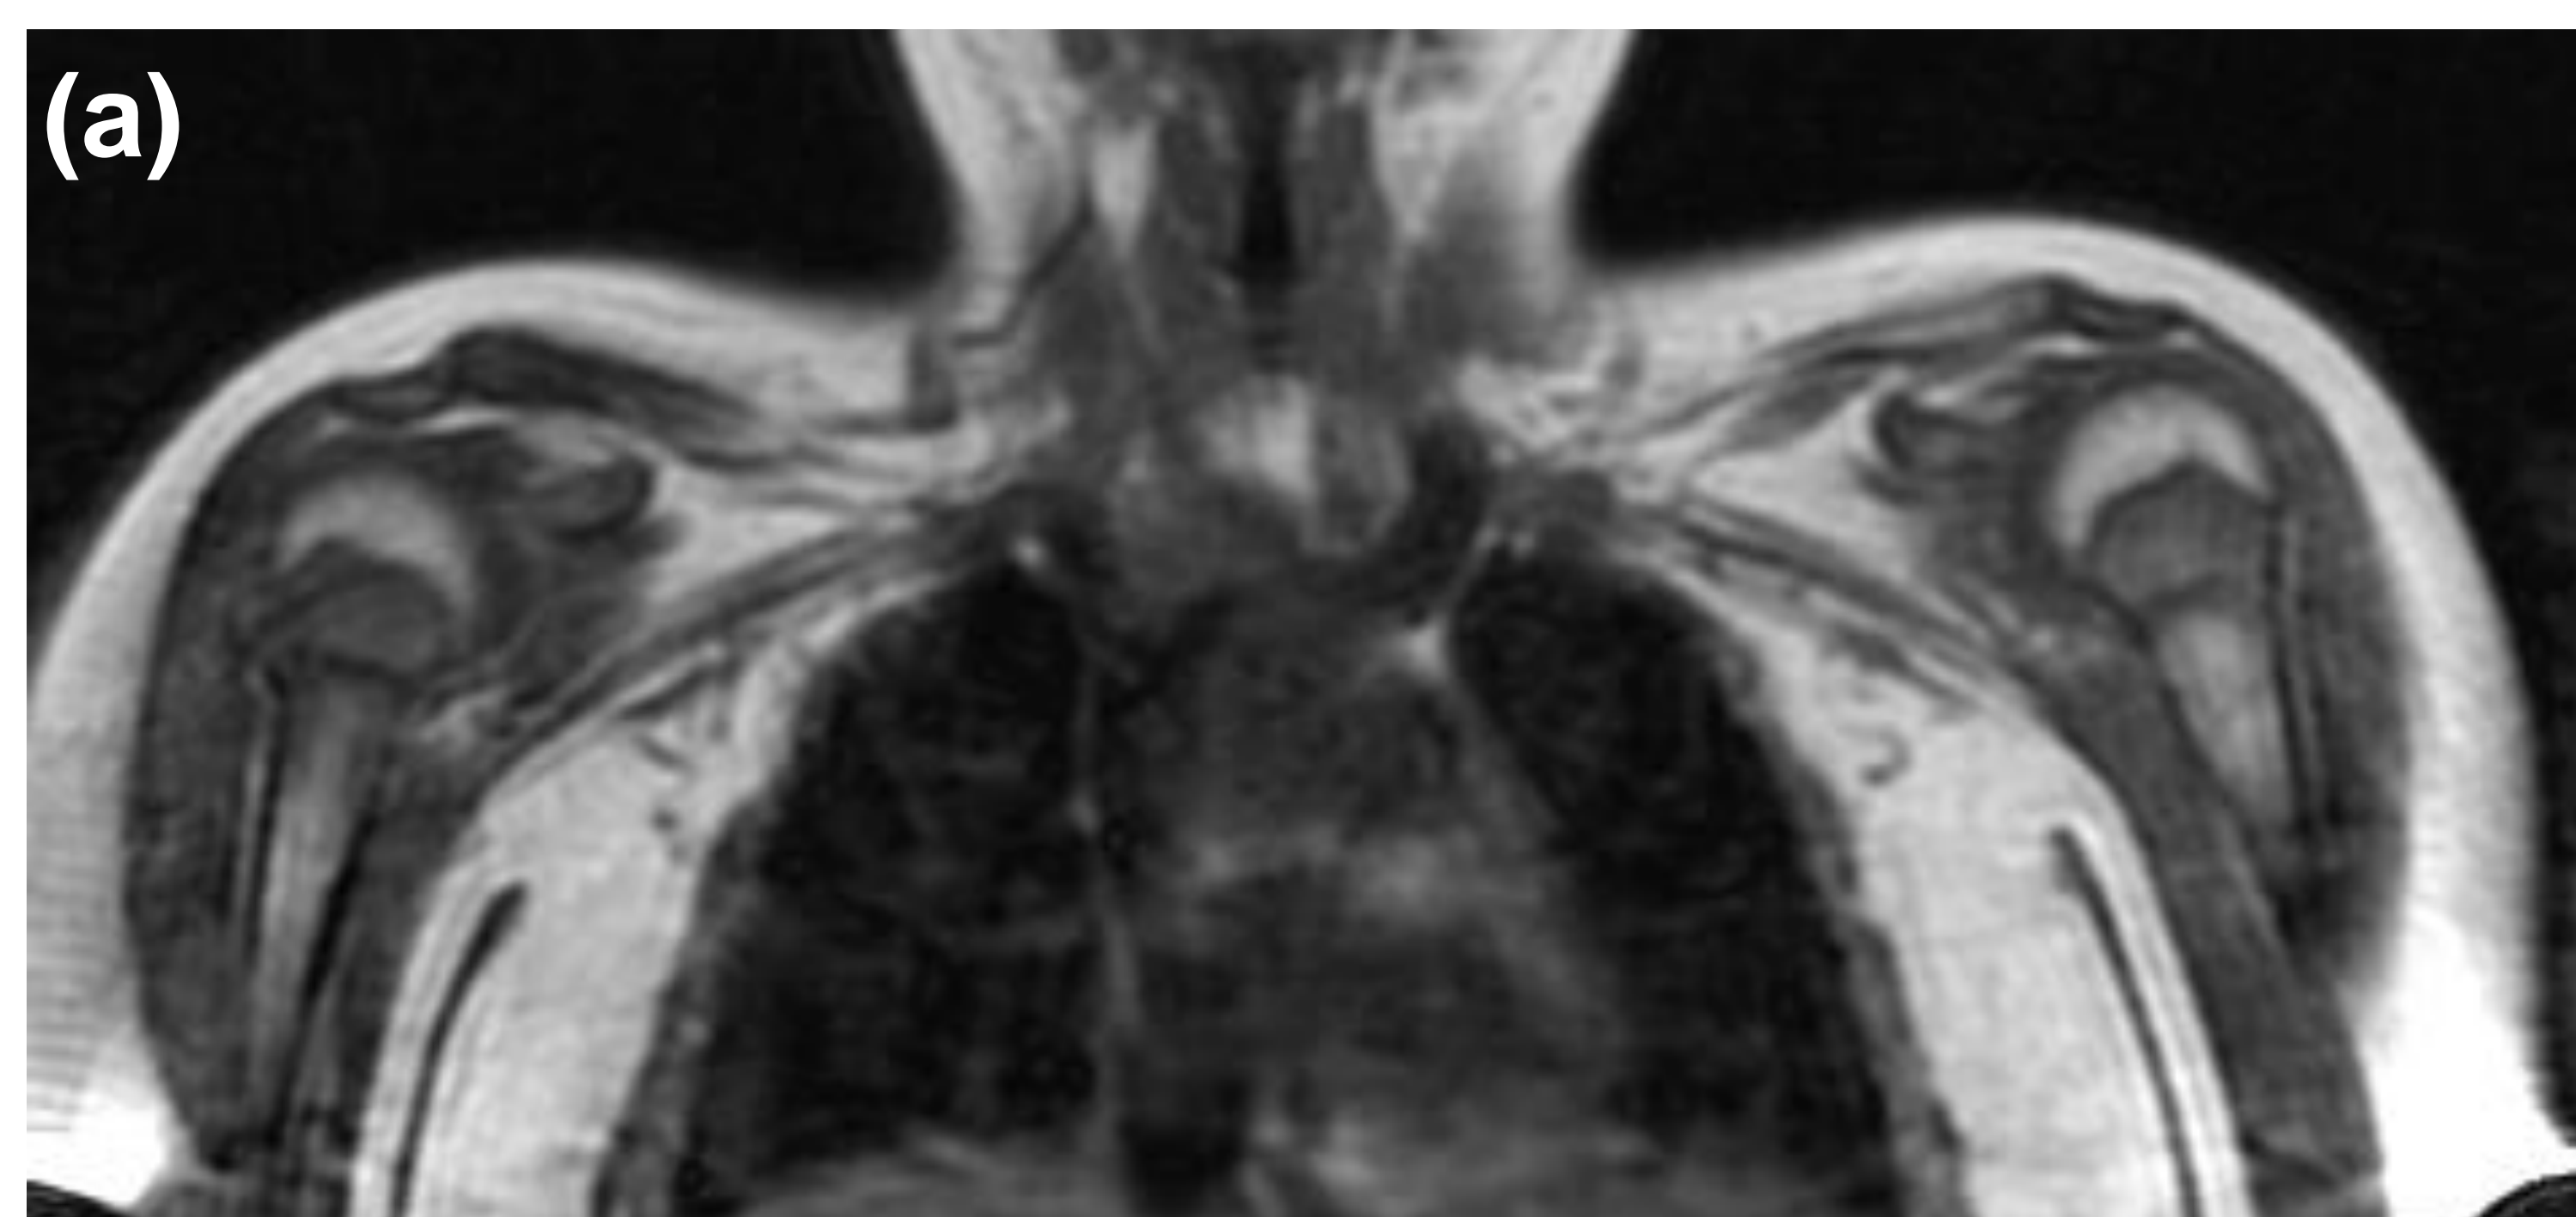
Adolescente con osteítis no bacteriana en tratamiento con pamidronato. RM coronal potenciada en T1 de cuerpo entero (a), fémur distal y tibia proximal (b) que muestra una banda metafisaria hipointens, paralela al cartílago de crecimiento, denominada "línea de cebra" o "línea de pamidronato".
